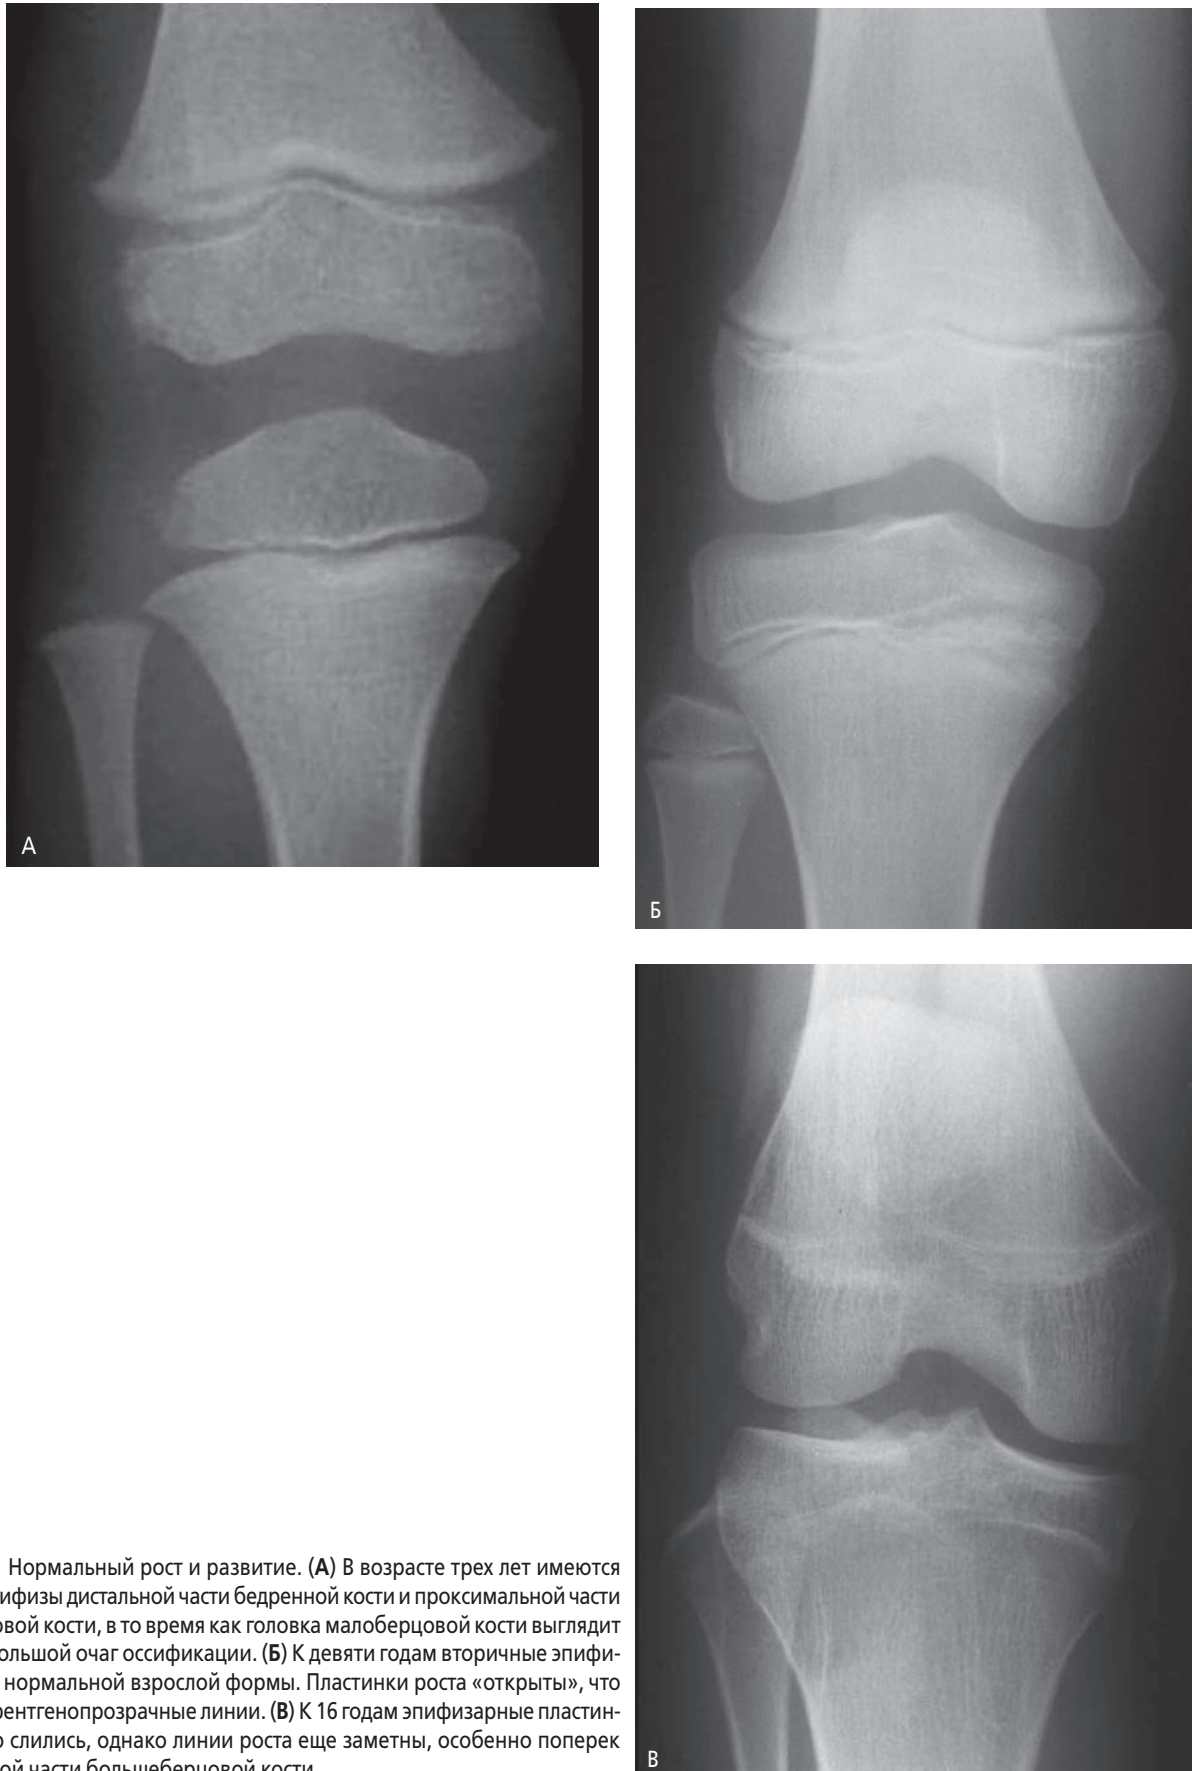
Нормальный рост и развитие. (А) В возрасте трех лет имеются вторичные эпифизы дистальной части бедренной кости и проксимальной части большеберцовой кости, в то время как головка малоберцовой кости выглядит лишь как небольшой очаг оссификации. (Б) К девяти годам вторичные эпифизы достигают нормальной взрослой формы. Пластинки роста «открыты», что показывают рентгенопрозрачные линии. (В) К 16 годам эпифизарные пластинки полностью слились, однако линии роста еще заметны, особенно поперек проксимальной части большеберцовой кости.
